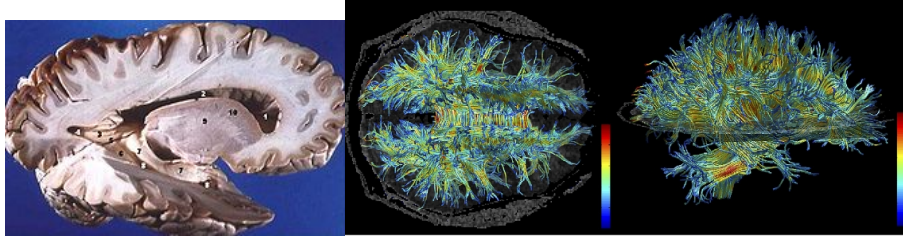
Materia blanca en el cerebro según se ve en un disección (donde se ve el contraste con la materia gris principalmente presente en el córtex) y mediante técnicas de imagen de resonancia magnética (MRI).
